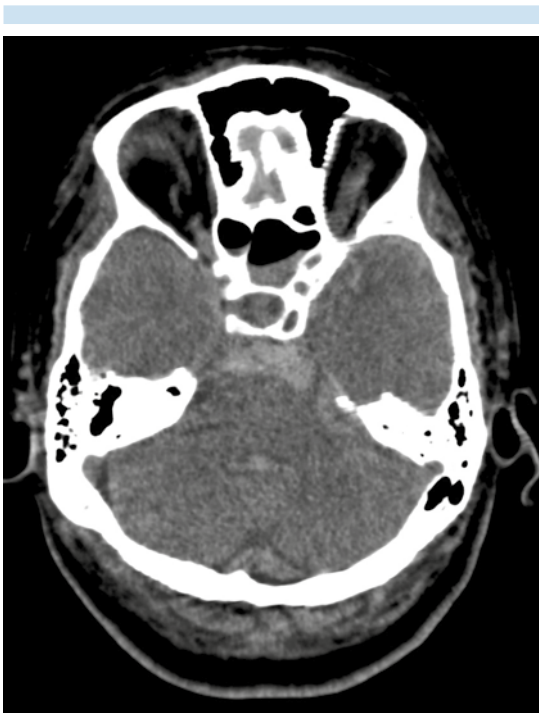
Tomografía, corte axial a nivel de la fosa posterior en ventana para parénquima: sangrado en las cisternas del tallo y cuarto ventrículo.
